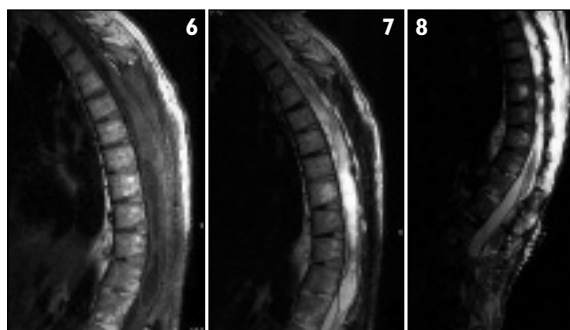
RM imagem T1 sagital da coluna dorsal: Cavidade seringomiélica D7-D12; fusão intersomática anterior, *squaring* vertebral e calcificação dos ligamentos longitudinais anterior e posterior.
